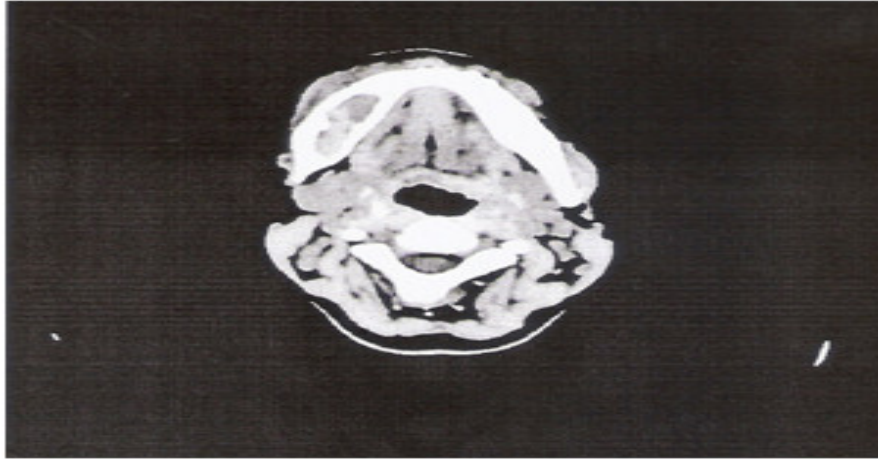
TAC Lesión vascularizada a nivel de mandíbula derecha.
